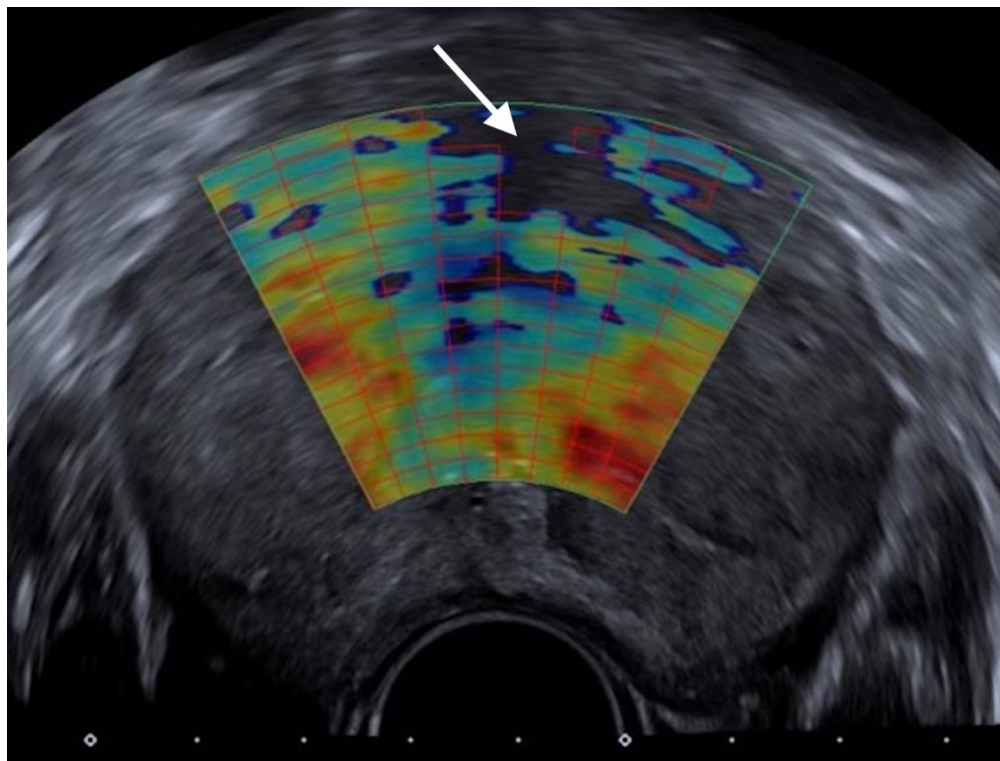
Imagem de elastografia por ultrassonografia demonstrando perda parcial do sinal elastográfico no terço anterior da zona transicional (seta).
